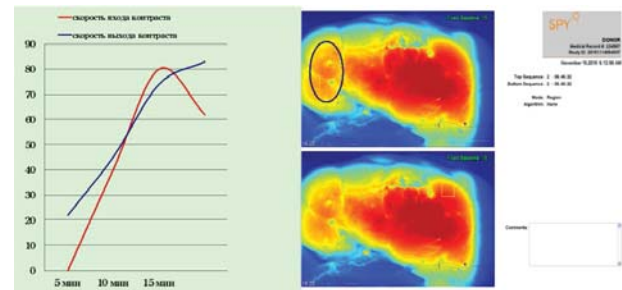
Динамика перфузии трансплантированной почки через 5, 10 и 15 минут после пуска кровотока
